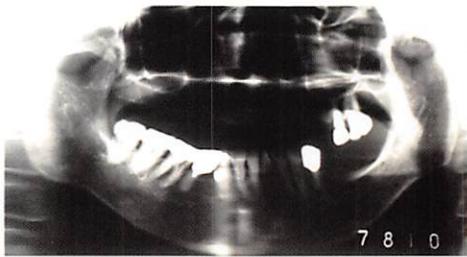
68歳、現役女性歯科医師(初診:1978年10月)のパノラマX線写真
